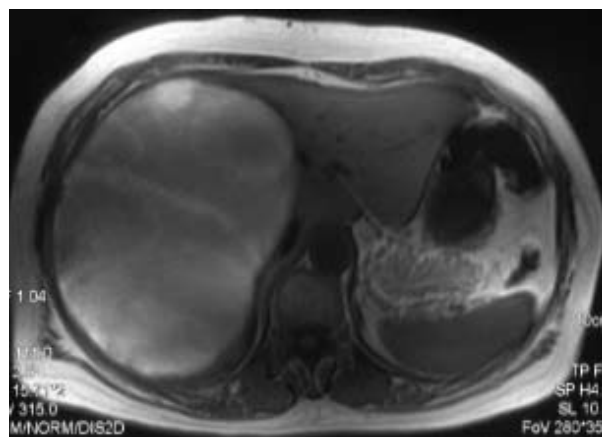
MRI．肝右葉の18cm大腫瘤は，T1強調像（上段）で低～等信号，T2強調像（下段）で高信号を示し，腫瘤内部は不均一で隔壁様構造が認められた．
